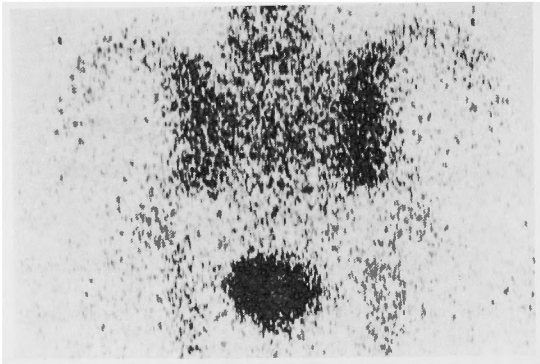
AS 23 year old male in the third generation. Bone scintigram indicates marked accumulation of RI in bilateral sacroiliac joints.
